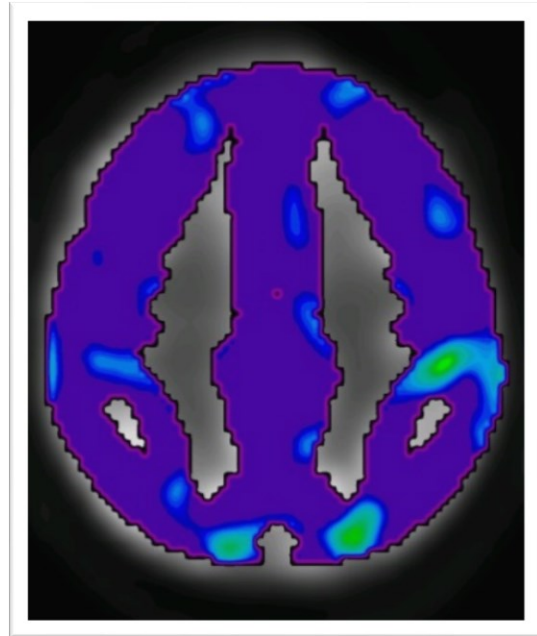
Beispielhafte PET II von Proband RB310137
